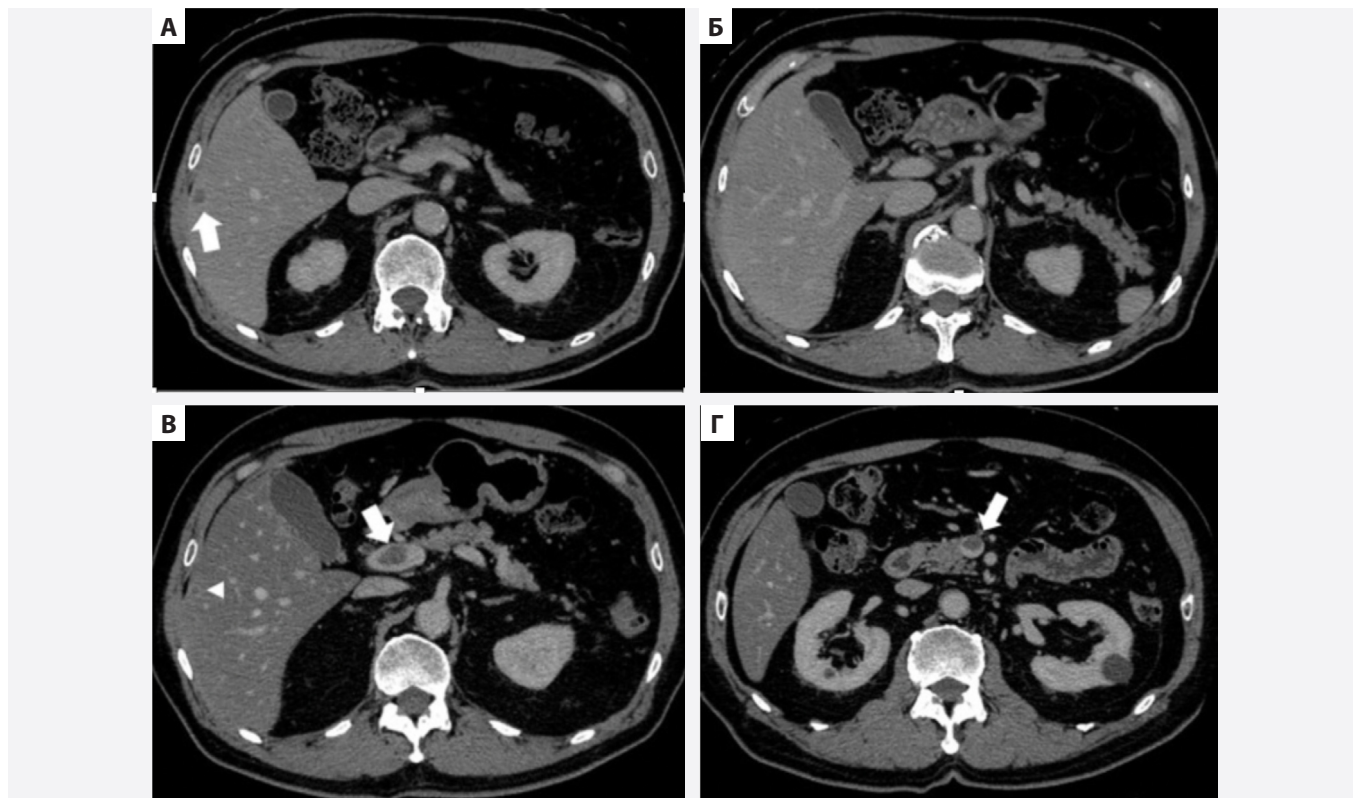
КТ-сканы 70-летнего мужчины до и через 2 месяца после начала терапии 5-фторурацилом/лейковорином, иринотеканом и бевацизумабом по поводу рака прямой кишки с метастазами в печени (А). Метастазы в печени (указаны стрелкой) до начала химиотерапии (Б). До начала химиотерапии в воротной вене нет тромба (В). Через два месяца после начала терапии FOLFIRI + бевацизумаб образуется тромб в воротной вене (стрелка), при этом метастазы в печени уменьшаются (головка стрелки) (Г). Через 2 месяца после начала терапии FOLFIRI + бевацизумаб – тромб также образовался в верхней брыжеечной вене (стрелка) [11]
